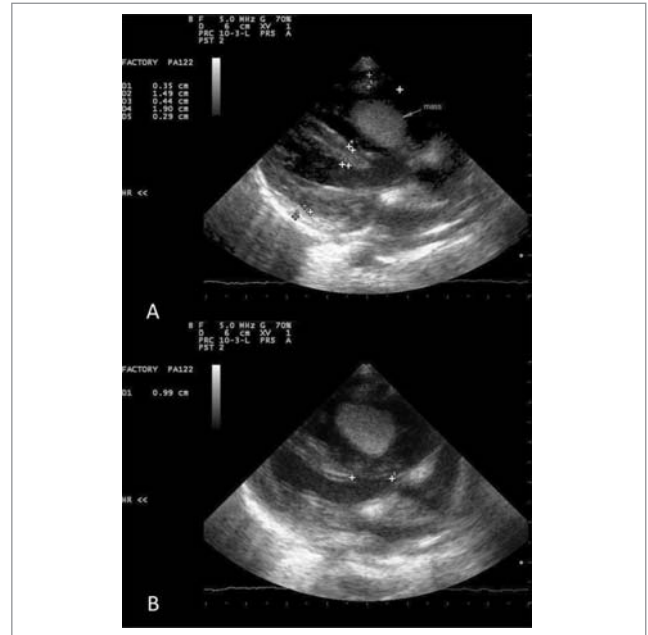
Ultrasound image of a rhabdomyoma of the right ventricle
